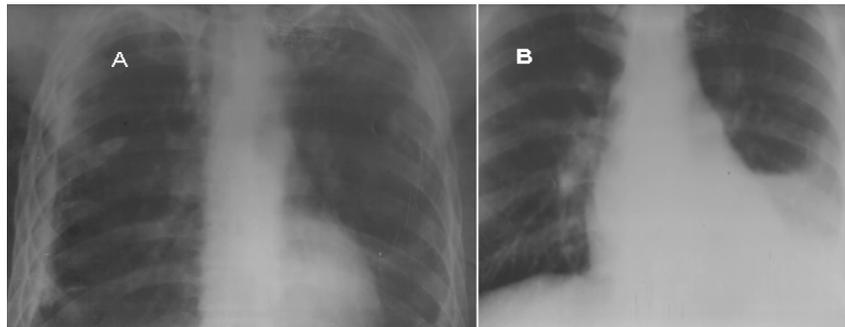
Radiographie pulmonaire A. Densité pleurale. B. Effusion pleurale
